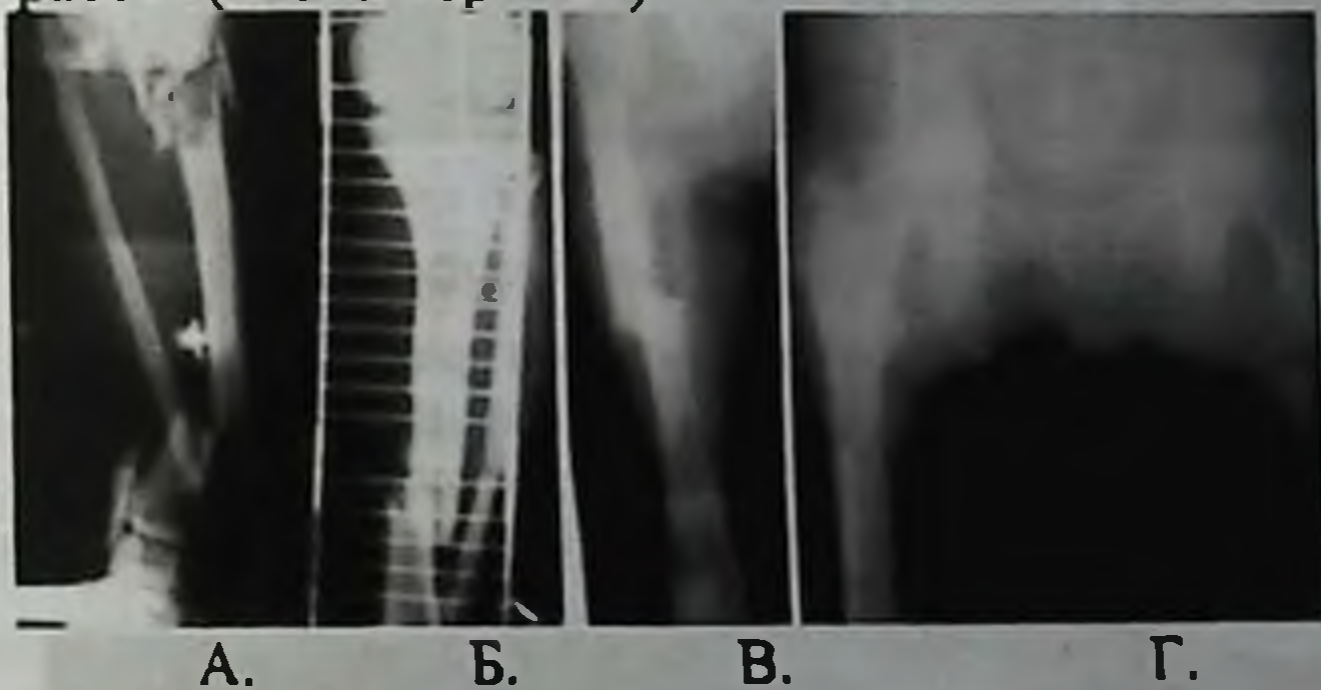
Рентгенограмма больного при поступлении
